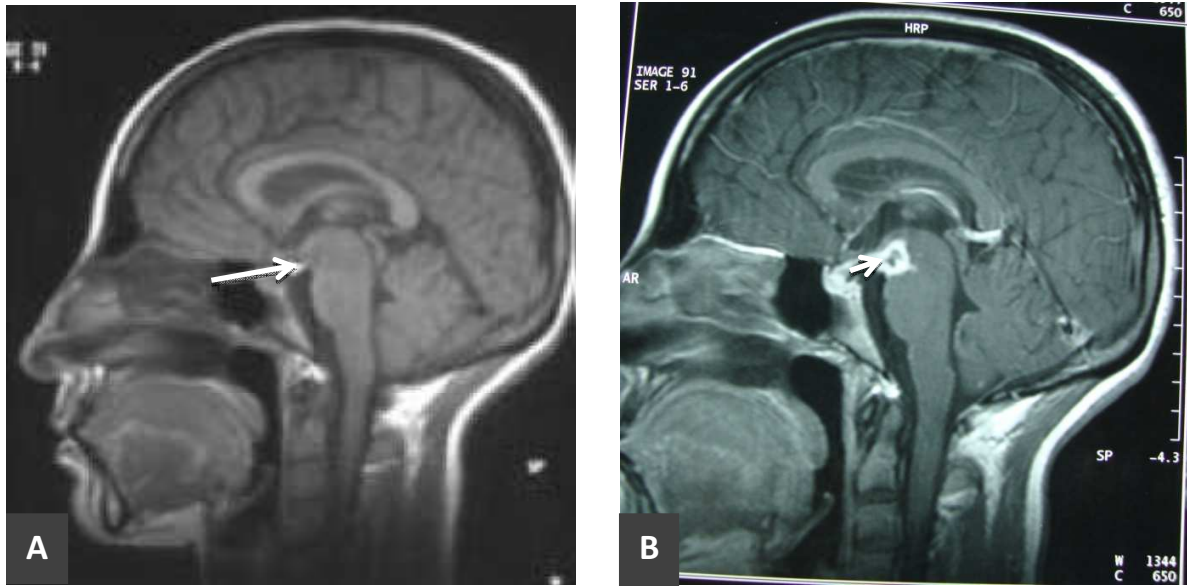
IRM encéphalique en séquences pondérées T1 avant (A) et après (B) injection de produit de contraste: tuberculome avec un centre hypointense. La capsule en isosignal par rapport à la substance blanche se rehausse fortement après injection de gadolinium.
